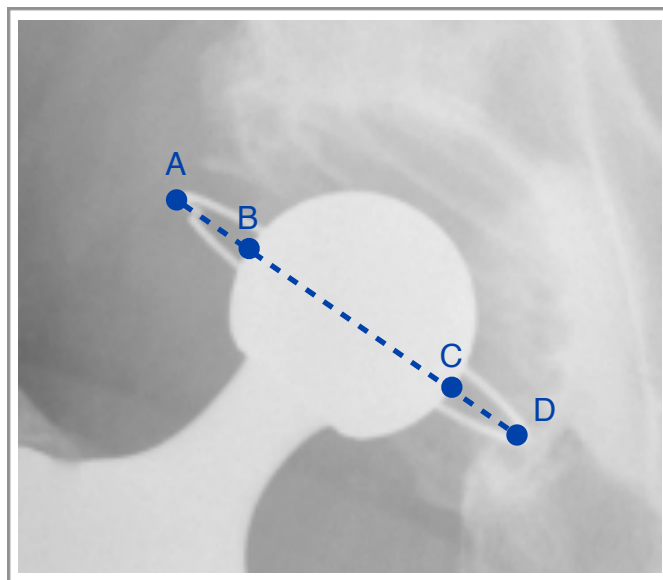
mesure du rapport AB/CD sur radiographie (ici = 1,00).
